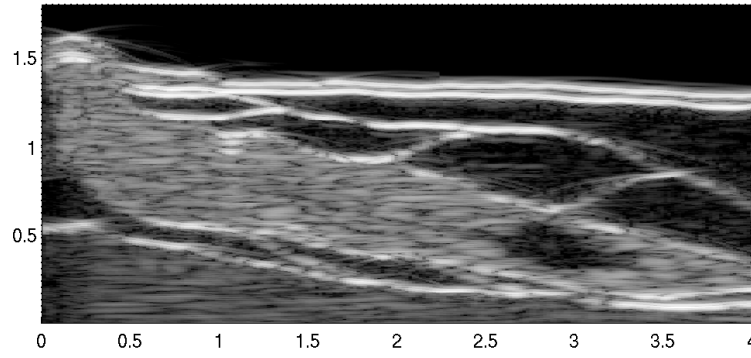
Reconstruction échographique (4 MHz), balayage linéaire.
